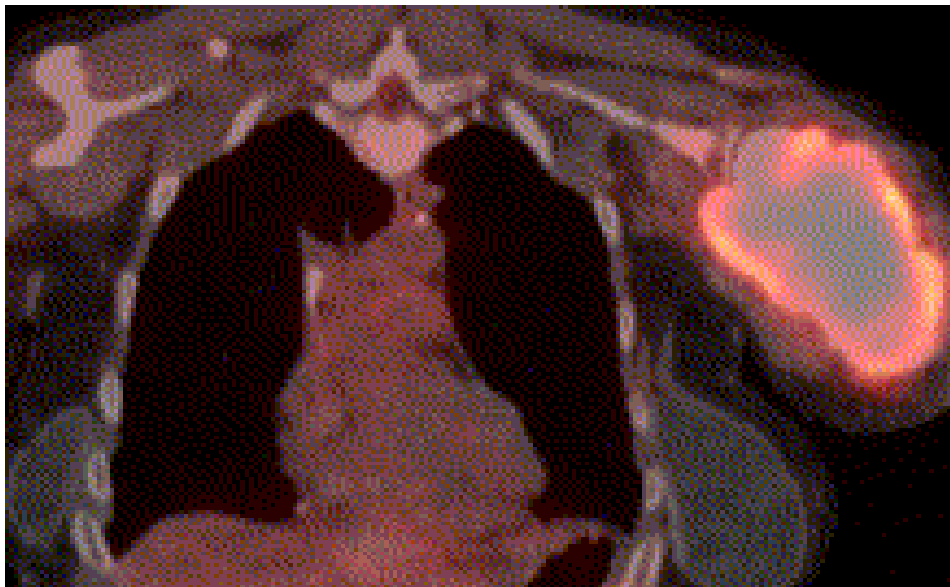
PET-CT : image fusionnée montre la masse dense sclérosée dans l'humérus proximal gauche. Elle est dense avec une sclérose tumorale centrale causée par la chimiothérapie et une activité métabolique accrue en périphérie dans la tumeur viable restante.
